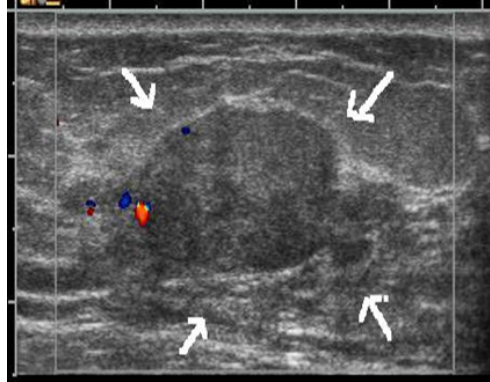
초음파 검사 장비 및 경계가 뚜렷한 저 에코의 유방 종괴 영상.
